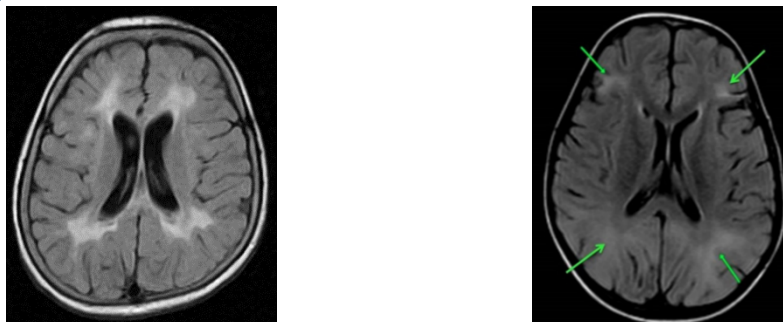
МРТ у пациента с ПСПЭ
